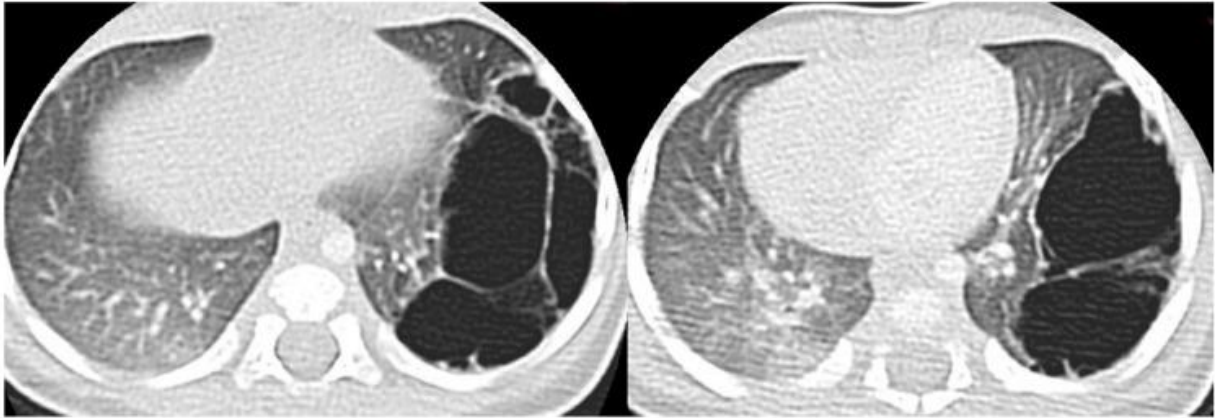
Комп'ютерна томографія множинних кіст лівої легені
